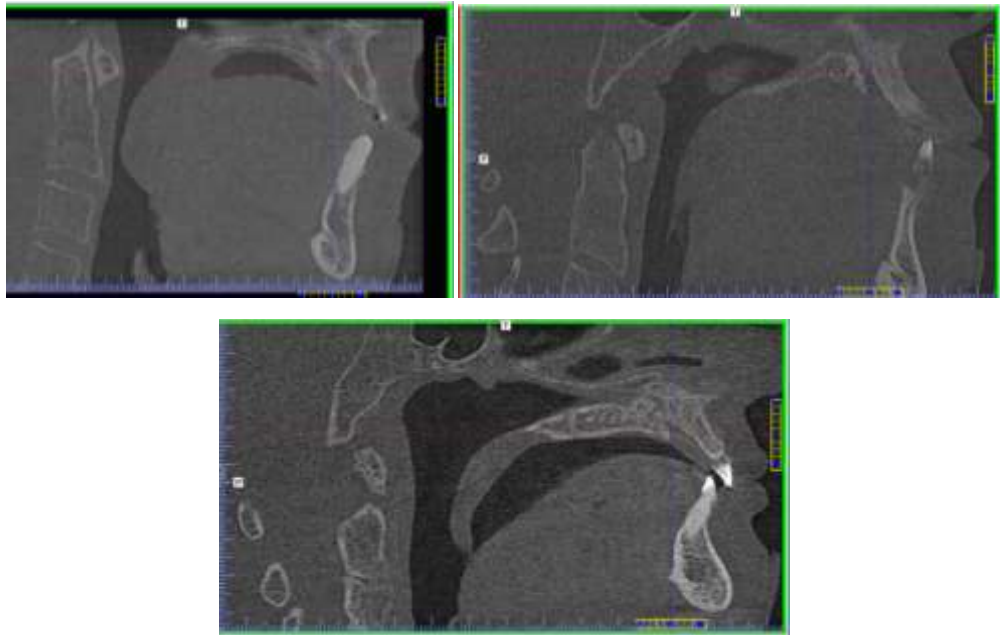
Фрагменти КТ-знімків пацієнтів із варіаціями форм носопіднебінного каналу (лійкоподібна, циліндрична, пісочного годинника).
